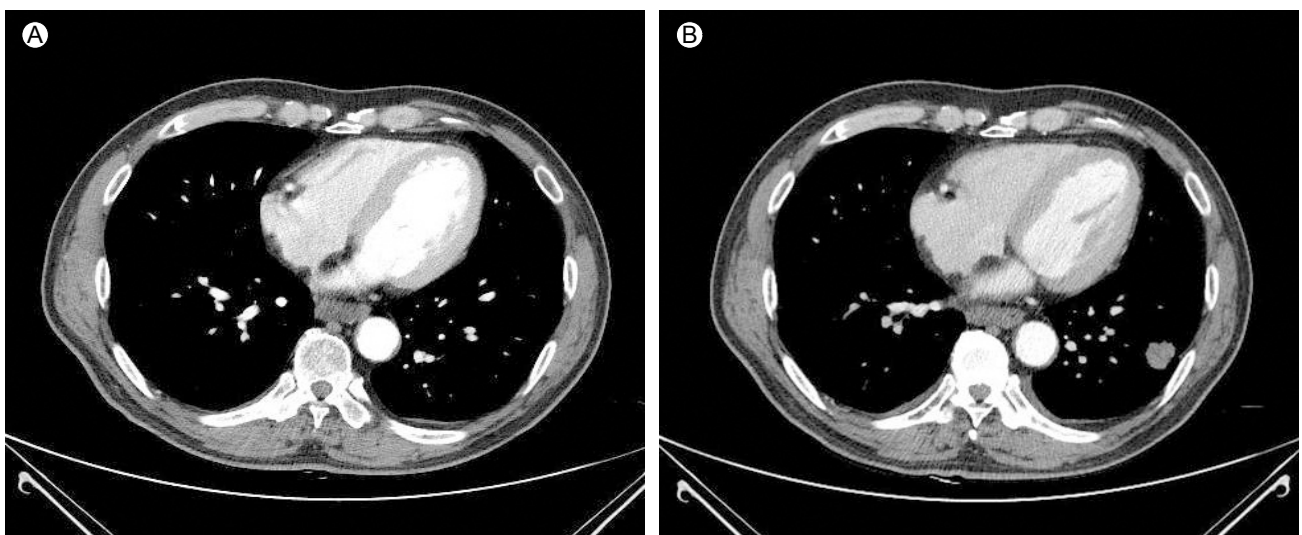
A chest computed tomography (CT) scan shows a metastatic mass in the left lower lobe of the lung following treatment with sunitinib. (A) The chest CT scan revealed multiple tiny metastatic nodules on both lower lung fields prior to sunitinib treatment and (B) a follow-up chest CT scan identified a newly noted mass in the left lower lobe following 6 weeks of sunitinib treatment.
